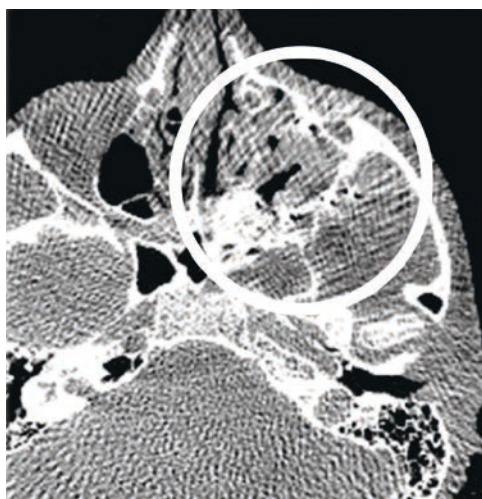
МСКТ ЮАН до вмешательства (белым кругом обозначена ангиофиброма выполняющая полость носоглотки, основной пазухи и крылонебной ямки).
